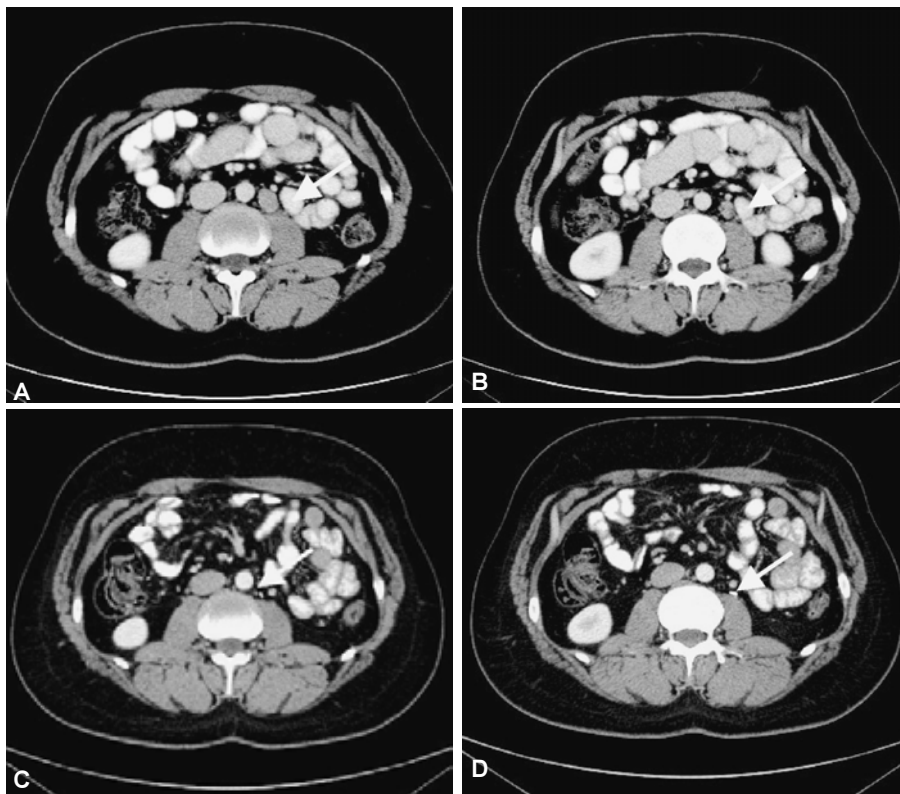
23 años. Seminoma. A y B) TC con contraste IV. Ganglios metastáticos latero-aórticos (flechas). C y D) Control postresección de los ganglios metastáticos, observando material quirúrgico radiodenso en el sitio en donde se encontraban los ganglios (flechas).
